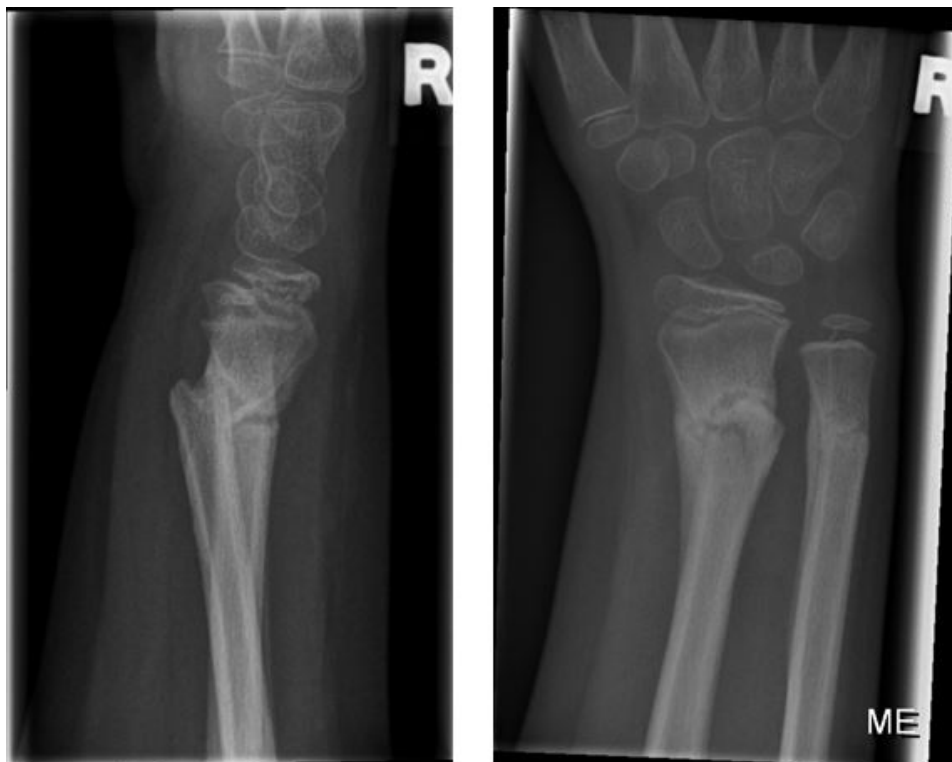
Im weiteren Verlauf kam es zu einer sekundären Dislokation (Röntgenkontrolle nach 4 Wochen). Die Stellung wurde aufgrund des jungen Alters der Patientin belassen.
